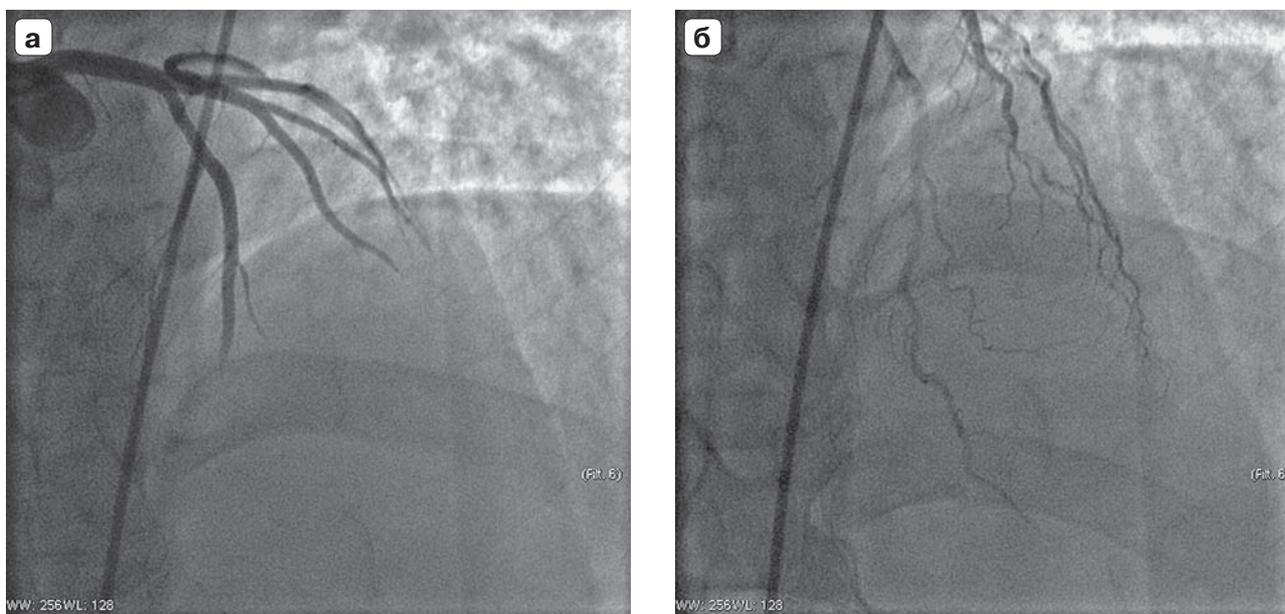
Ангиографические признаки замедления контрастирования ПНА. а – “толчкообразное” замедленное контрастирование ПНА; б – узкие, спазмированные дистальные отделы ПНА с явлениями снижения периферической миокардиальной перфузии.
